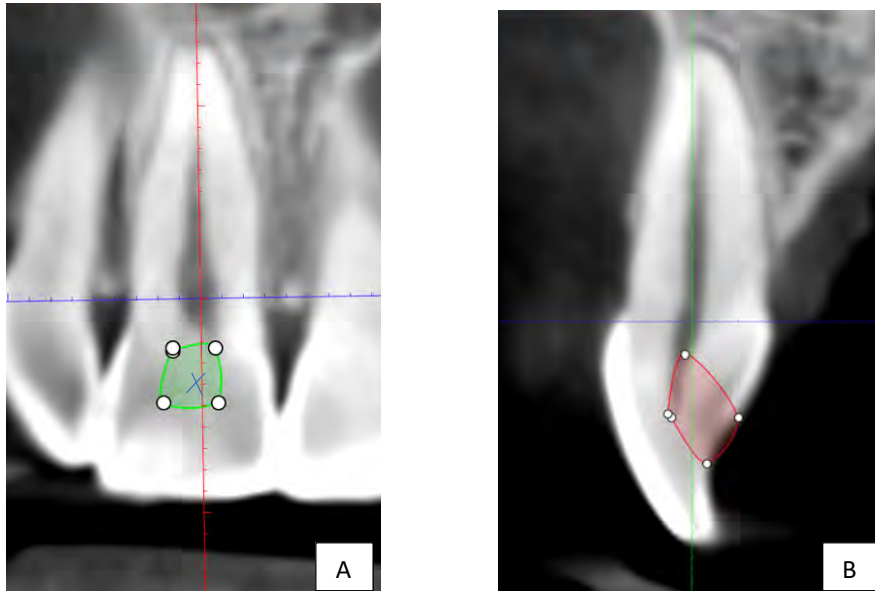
Diseño de acceso lingual convencional cavitario sobre la morfología de la pulpa cameral determinada mediante la exploración con CBCT en un incisivo central maxilar. A. Corte coronal: las líneas verdes indican la extensión mesio-distal que abarca todos los cuernos pulpares. La X azul representa el punto de acceso; B. Corte sagital: las líneas rojas indican la extensión vestibulo-palatino del acceso, incluyendo los cuernos pulpares. La línea verde es el eje del diente.
